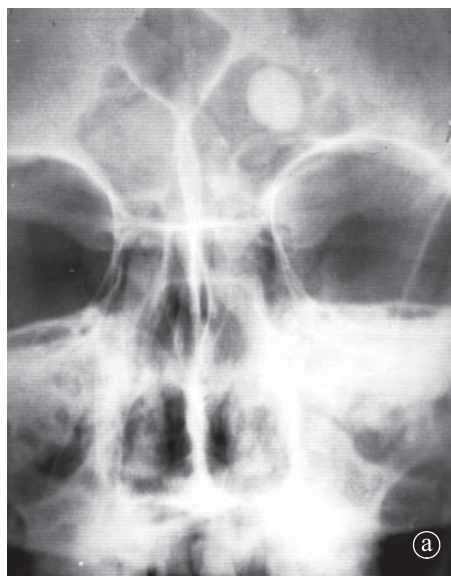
1. Osteom al sinusului frontal stâng. a) Radiografie sinusuri, b) Secțiune axială CT.
